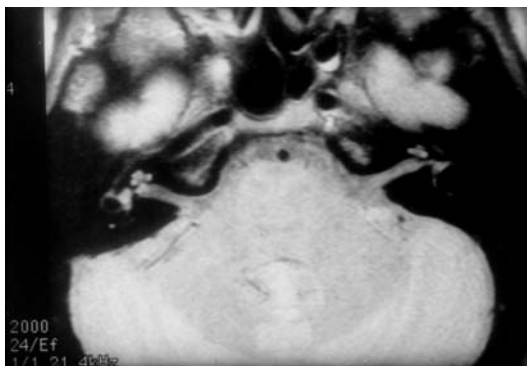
Pequeño neurinoma intracanalicular en RM con gadolinio.
